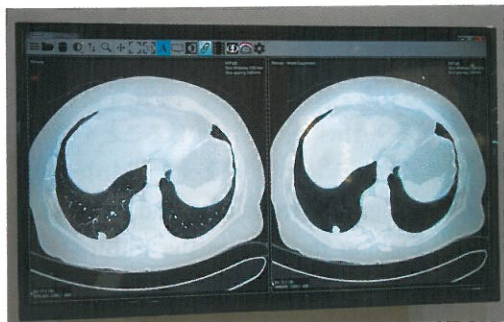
胸部CT原画像(左)とClearRead_{CT}Insightによる血管影抑制画像(右)
